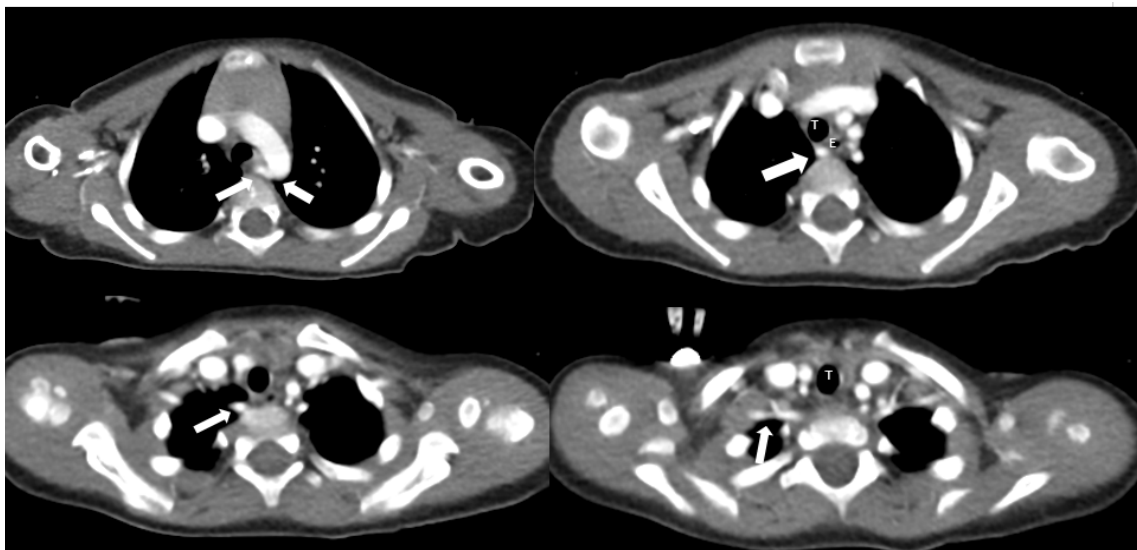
Angiotomografía de tórax contrastado cortes axiales.
